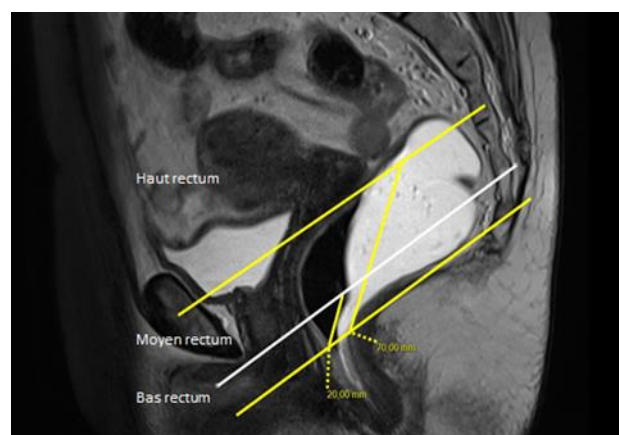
SEQUENCE IRM SAGITTAL T2 DIVISION DU RECTUM PAR RAPPORT AU BORD SUPERIEUR DU SPHINCTER
